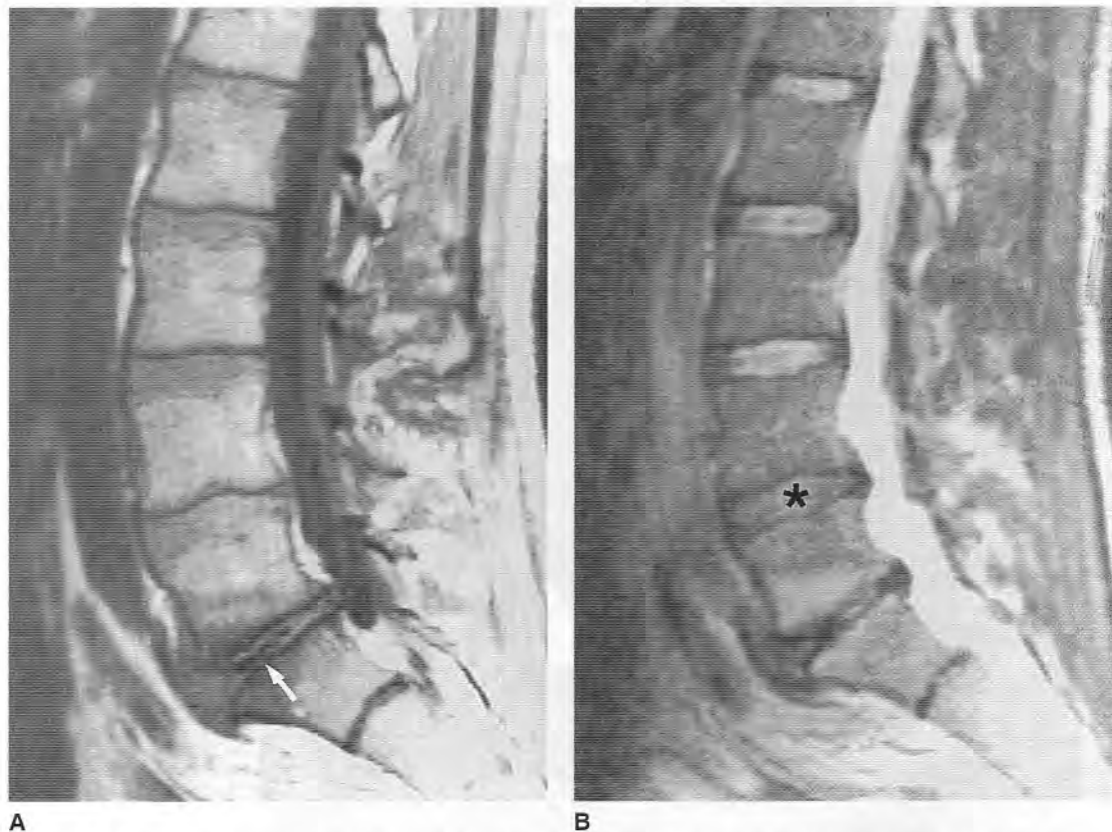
Discopatía degenerativa. RM sagital de la columna lumbar potenciada en T1 (A) y en T2 (B). El estudio demuestra una intensa degeneración del disco L5-S1, que se aprecia por la pérdida de altura y de hidratación del disco. También existe una esclerosis de tipo I de los platillos vertebrales en L5-S1. La hendidura hipointensa presente en el interior del disco L5-S1 en la imagen potenciada en T1 (flecha) representa una calcificación o un fenómeno de vacío. Obsérvese que, aunque el espacio L4-L5 (asterisco) tiene un aspecto normal en T1, la imagen potenciada en T2 muestra una pérdida de hidratación en comparación con los discos lumbares superiores.
